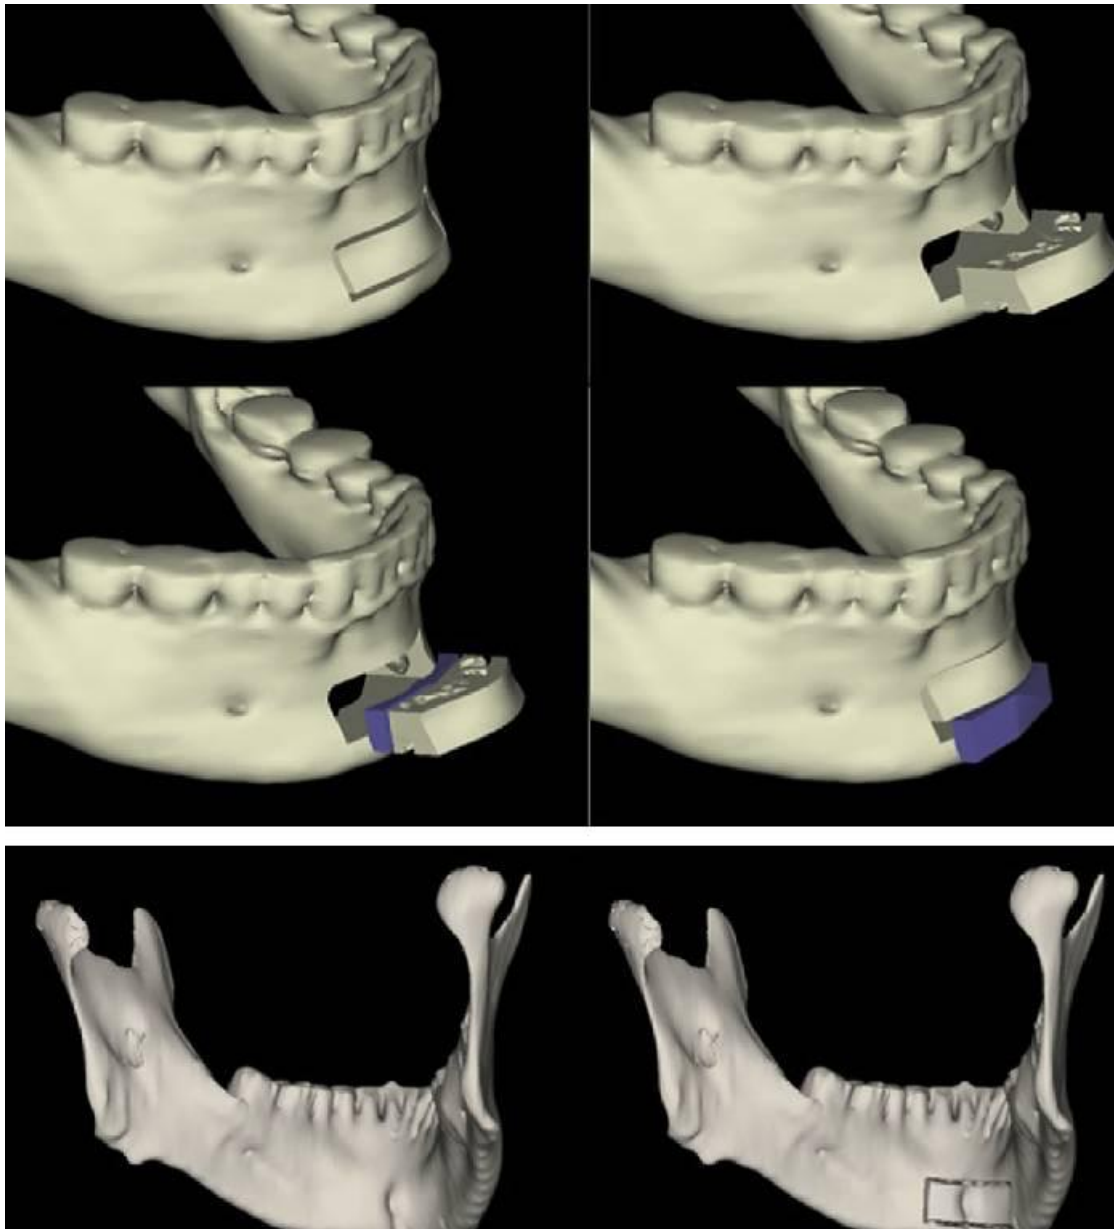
a: Preoperative planification on the 3D-CT scan. Anterior view. b: Preoperative planification on the 3D-CT scan. Posterior view
